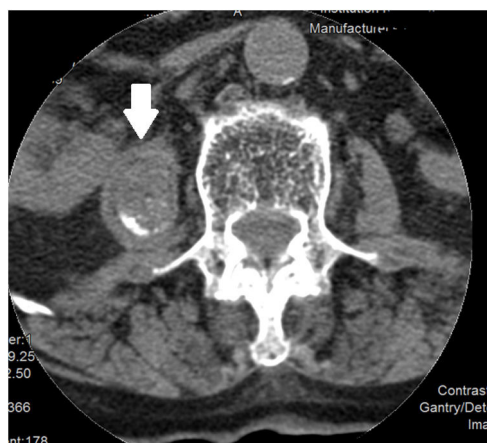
TAC de la columna lumbar con contraste IV. Músculo psoas derecho con captación periférica del contraste, calcificaciones y burbuja de gas sugestivo de absceso.
